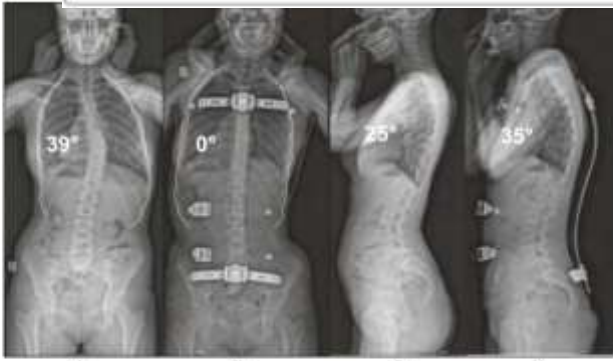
a, b, c, d: Radiographic series of a female patient with progressive scoliosis (patient 'S'). Initial PA (a) and lateral (c) radiographs at the time of diagnosis at age 13 show a thoracic T5-T12 scoliosis of 39° Cobb angle (a) and a 25° hypokyphosis (c). Repeat radiographs taken in the AITBrace show a decreased Cobb angle on PA radiograph (b) and an increased kyphosis on lateral radiograph (d).
